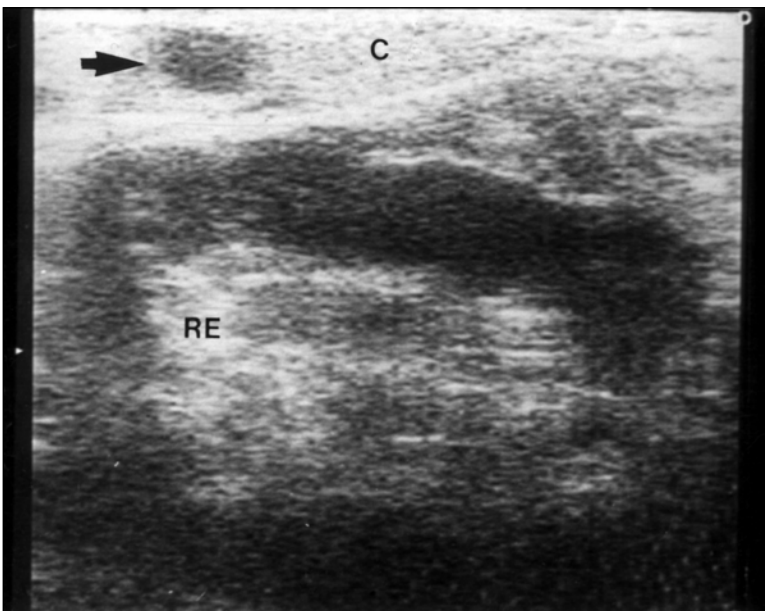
Ultra-sonografia intra-operatória demonstrando pequeno insulinoma. Pequeno (7 mm) nódulo hipocogênico (seta) na cauda do pâncreas (C), que não havia sido identificado no pré-operatório pela tomografia computadorizada helicoidal, ultra-sonografia endoscópica, ultra-sonografia abdominal ou ressonância magnética. (RE – rim esquerdo).
